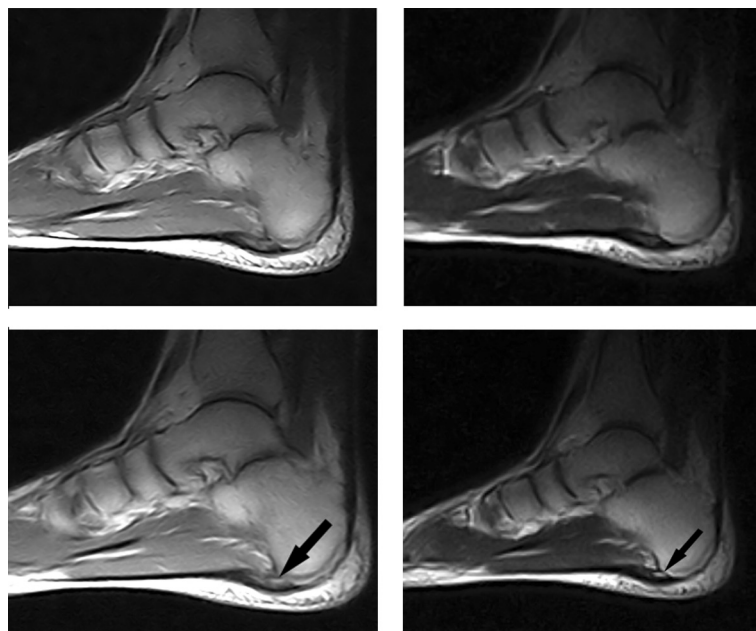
• Immagine RM sagittale SE T1-pesata (a) e TSE T2-pesata (b) in clinostatismo e rispettive sequenze in ortostatismo (c,d) di uno stesso paziente con fascite plantare, con maggiore definizione, in ortostatismo, di una focale rottura parziale della fascia plantare (frecce).
